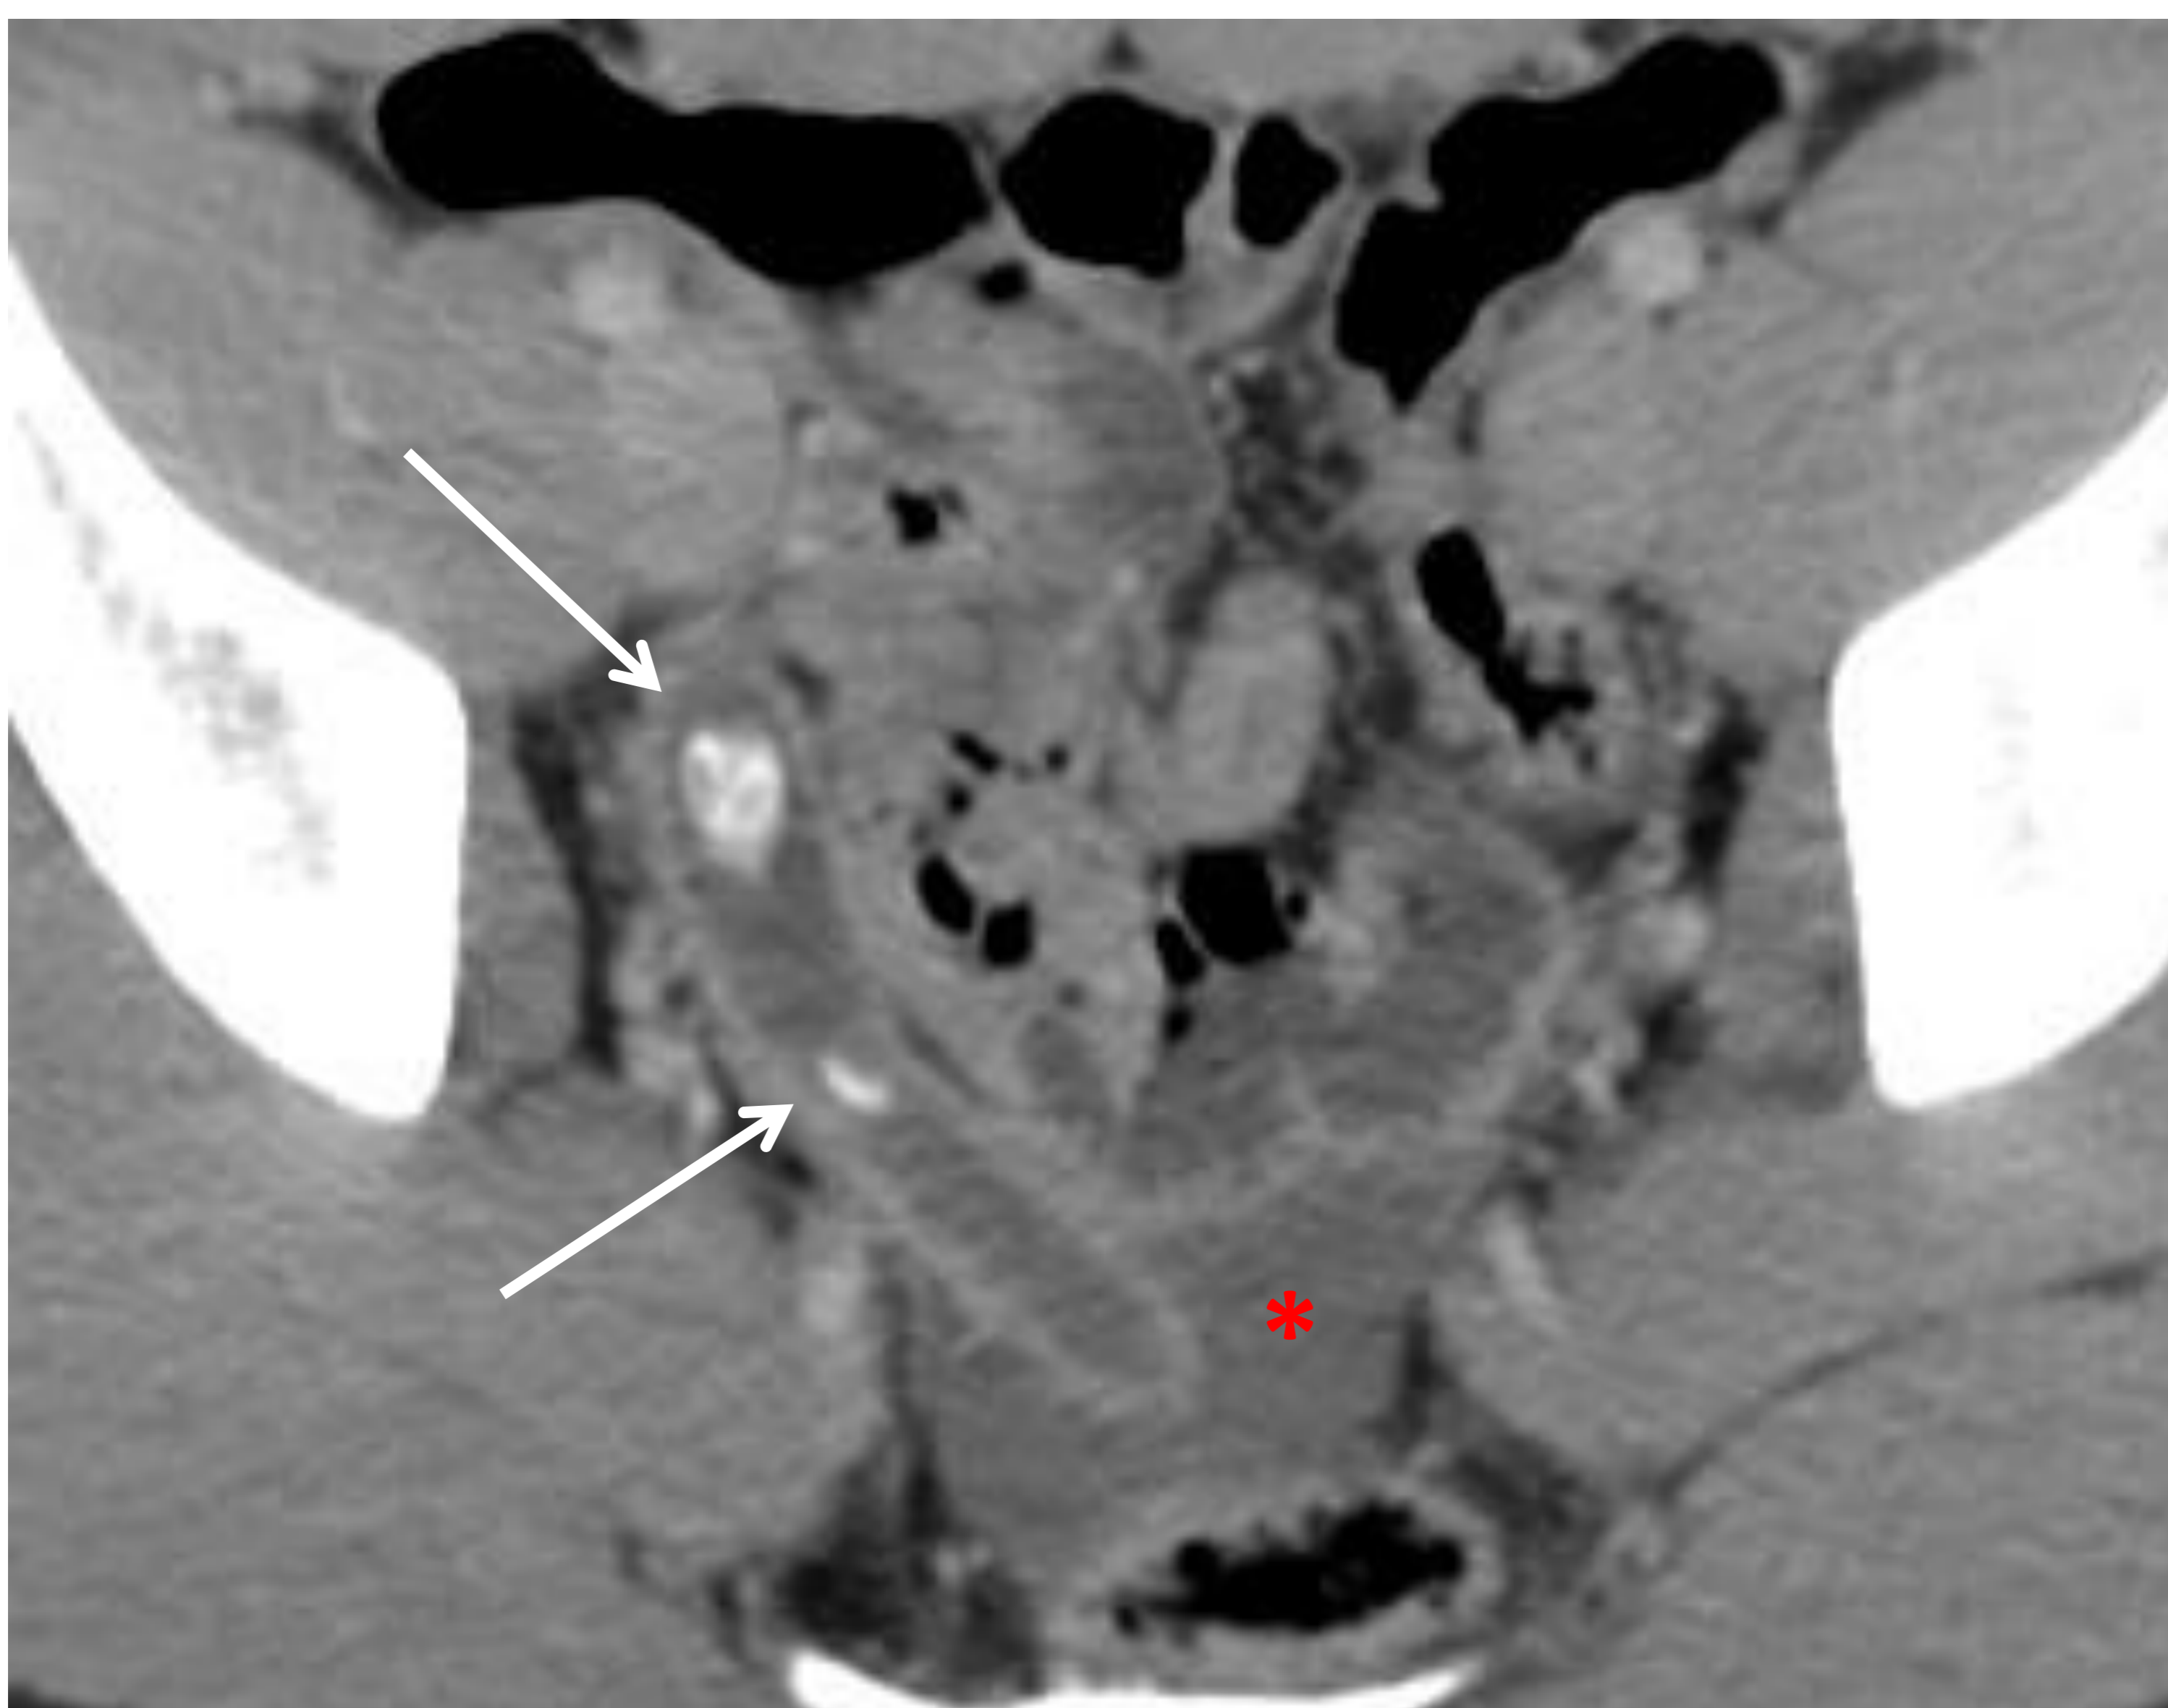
TC con CIV en fase venosa: apéndice en localización pélvica, con la punta a nivel presacro. Se observa aumento del calibre apendicular, con engrosamiento parietal hipercaptante y dos apendicolitos (flechas rojas) en su interior. Líquido libre pélvico (\*) en probable relación con cambios inflamatorios locorregionales.
